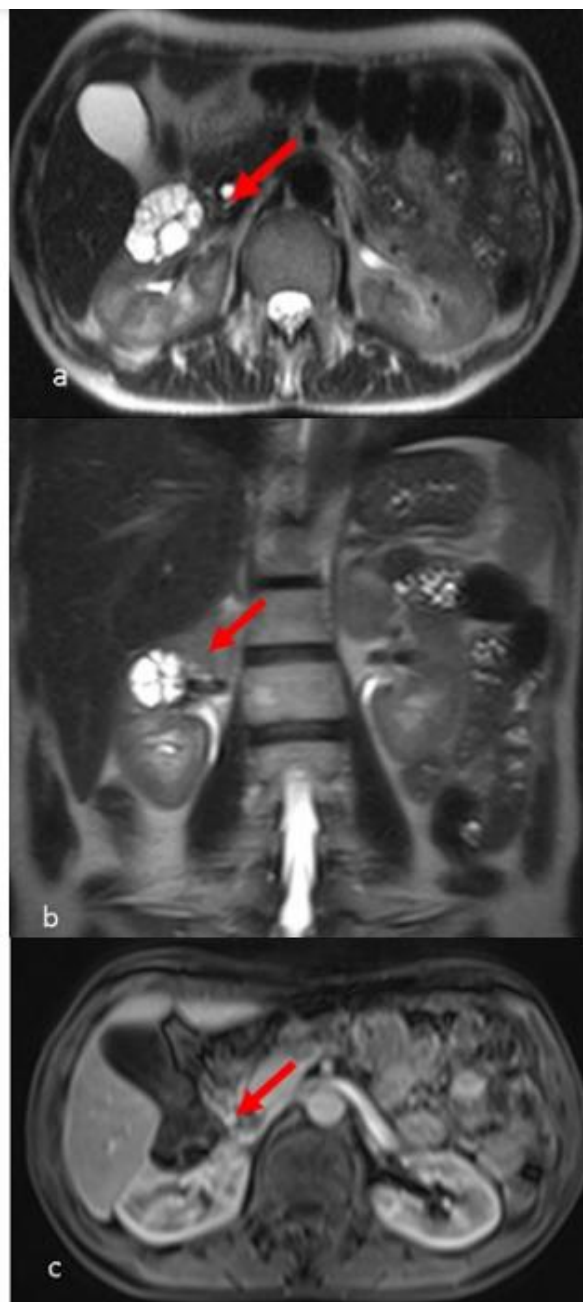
MRI examination (a: axial plane T2 sequence, b: coronal plane T2 sequence, c: axial plane T1 sequence with contrast administration) highlights: nodular cystic lesion with multiple enhancing septa in the middle portion of the right kidney (Bosniak III)
